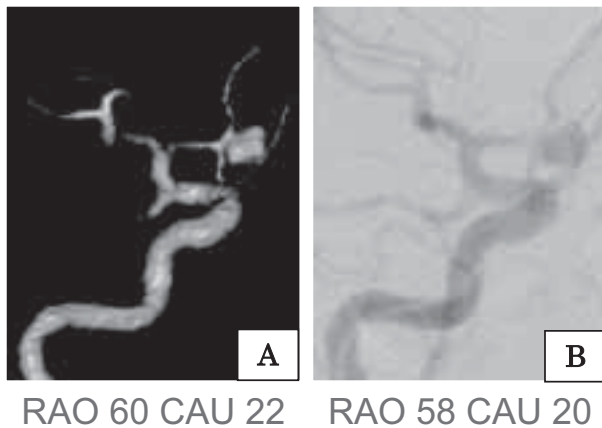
CT-Angio で のWA はRAO60° CAUDAL22°であった。血管撮影ではRAO58° CAUDAL 20° で同等の画像が描出され治療が行われた。
